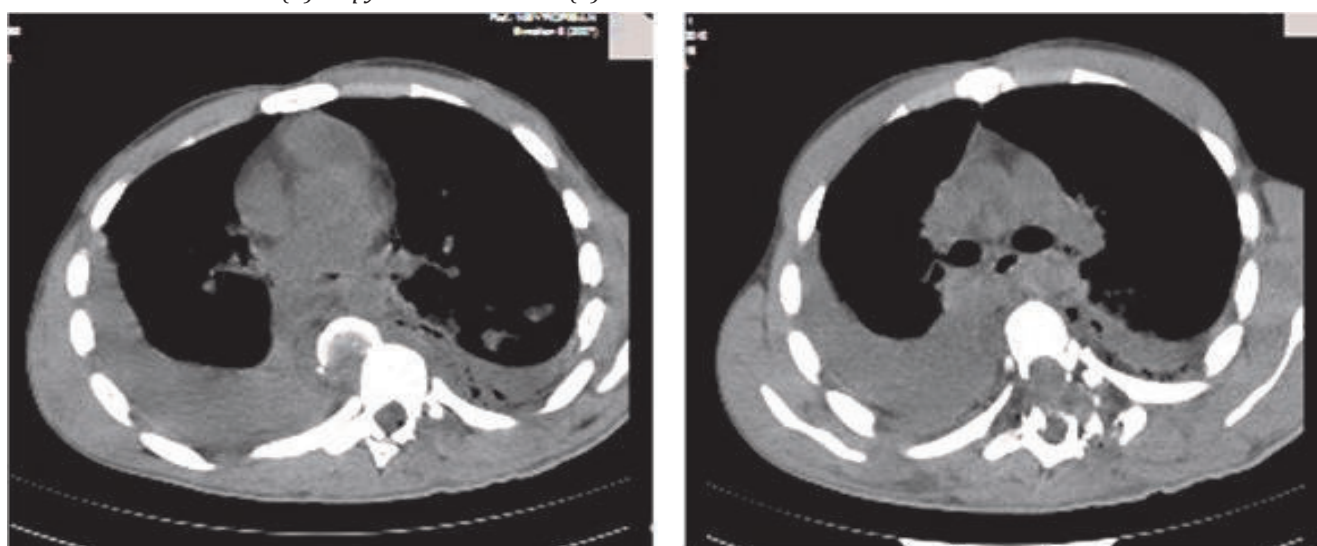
МСКТ грудной клетки
